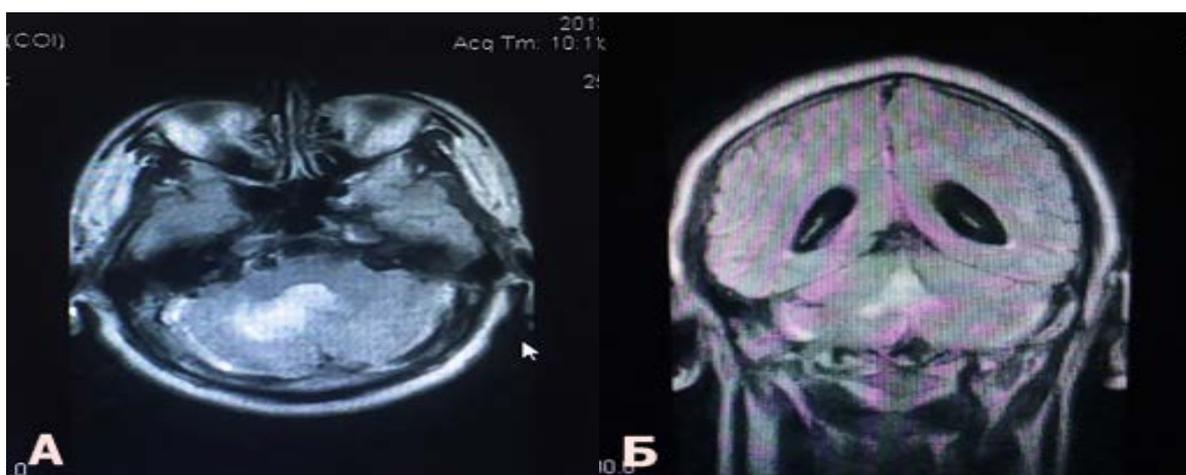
Магнитно-резонансная томография головного мозга, режим FLAIR: гематома правого полушария мозжечка, гемотампонада IV желудочка (А), признаки окклюзионной гидроцефалии (Б)
